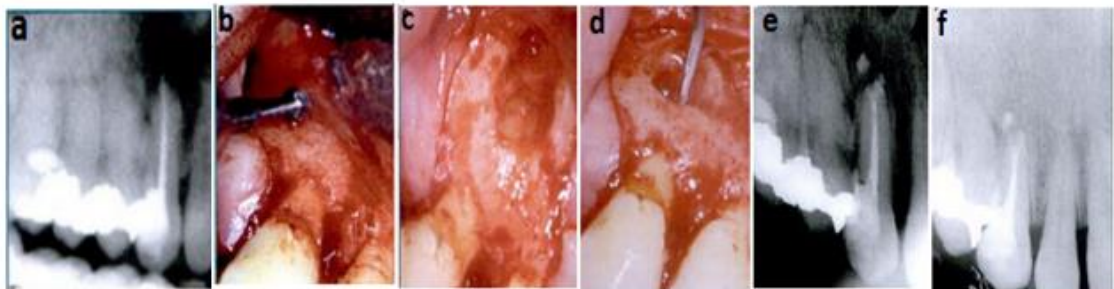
a) Lesión periapical; b)Osteotomía; c)Exposición; d)Obturación; e)Control a 2 meses; f)Control a 6 meses.
